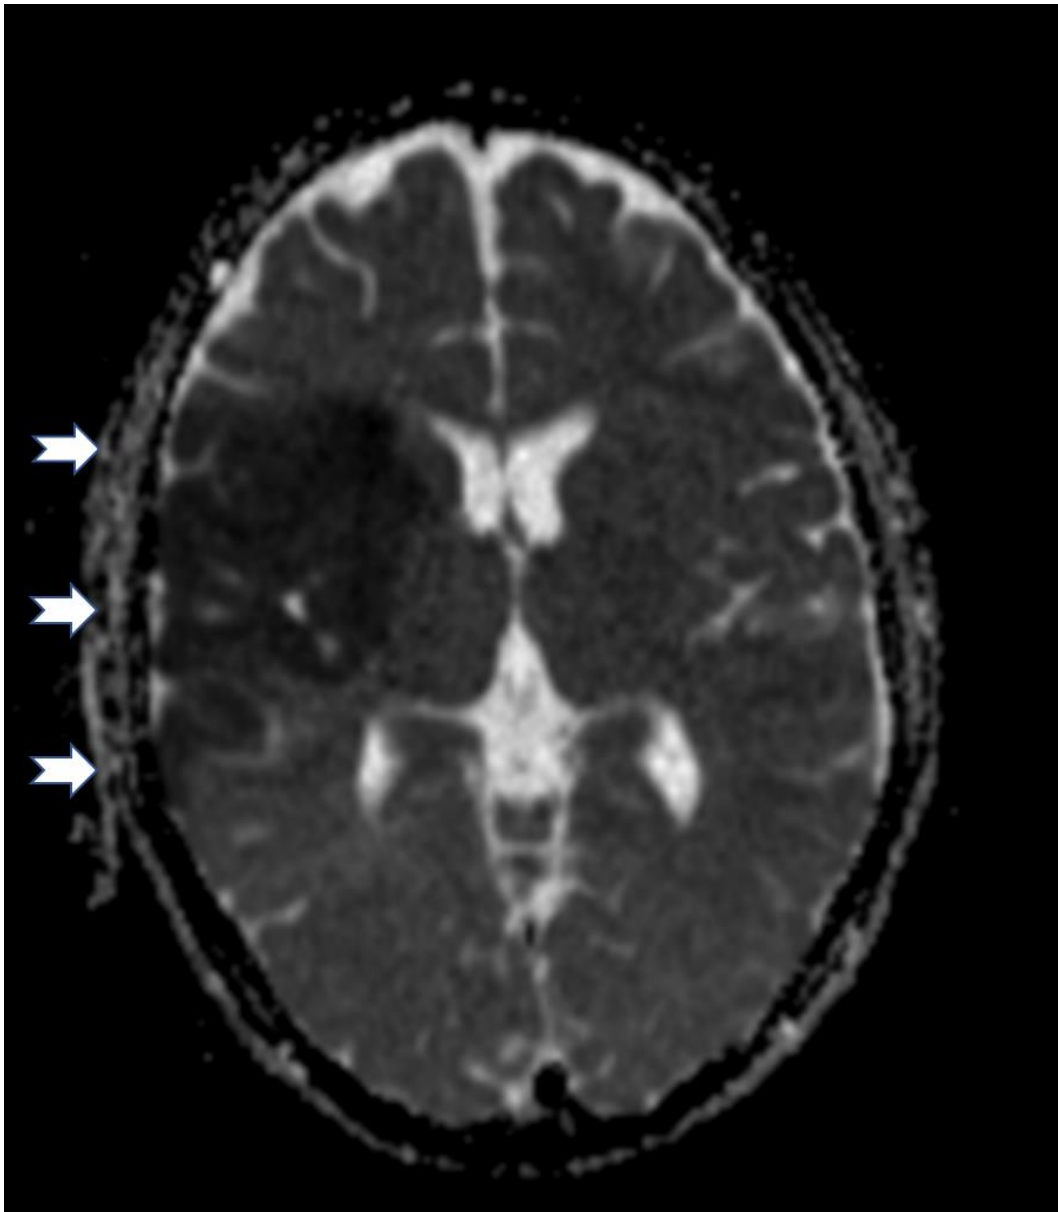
(mit freundlicher Bereitstellung von PD Dr. med. Roth) - Entsprechende Absenkung des MRT-Signals im ADC-Bild (weiße Pfeile).
